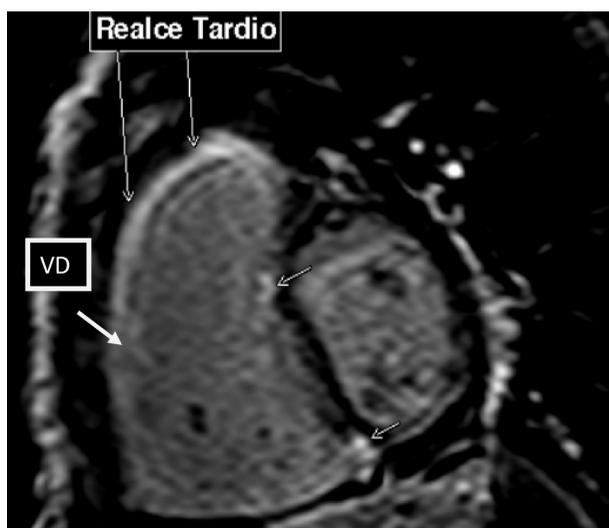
Resonancia magnética nuclear cardíaca. Secuencia de realce tardío. Corte sagital. Se observa realce tardío en parches en la pared del ventrículo derecho. VD: Ventrículo derecho.
